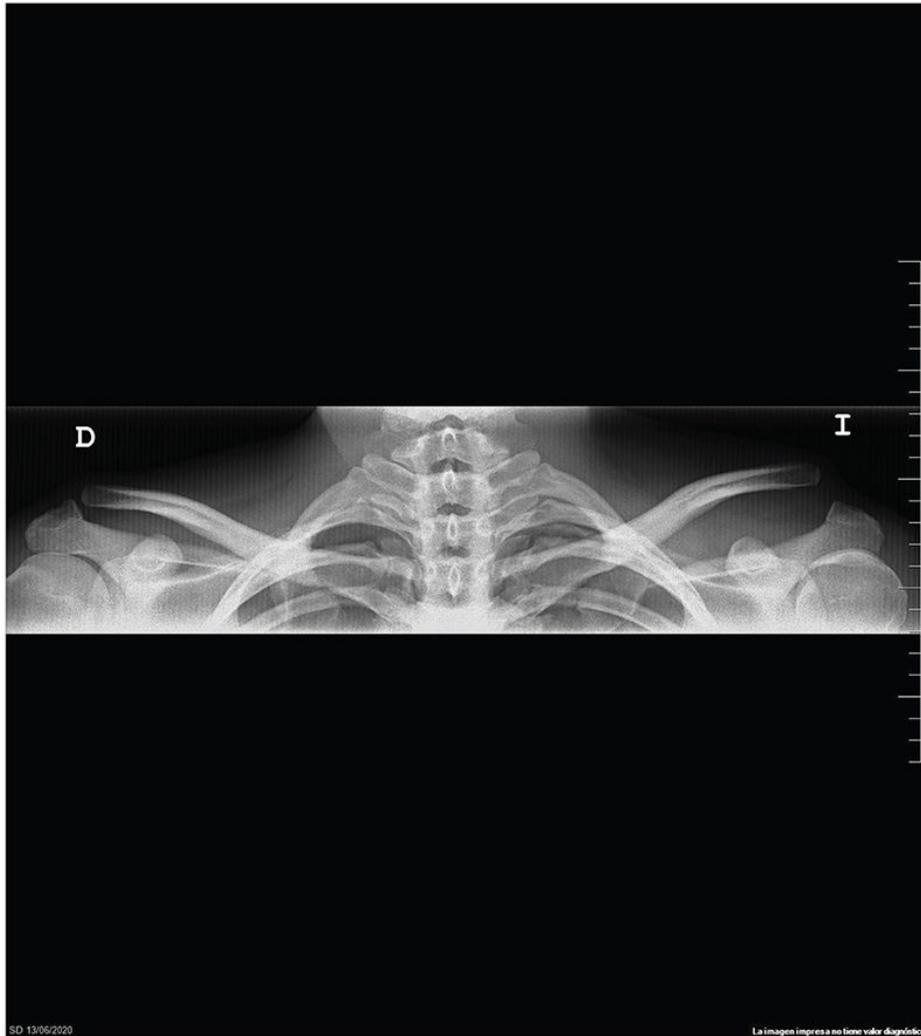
Radiografía clavicular bilateral: luxación acromioclavicular izquierda.
